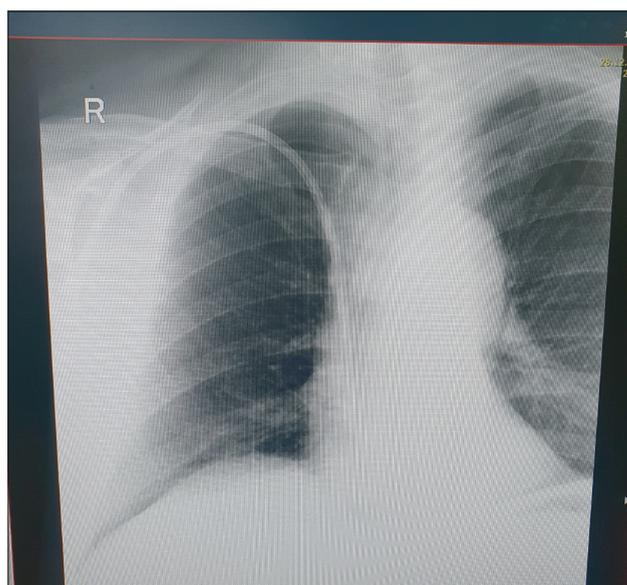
Рентгенография органов грудной клетки, через 2 часа после установки тЦВК.
